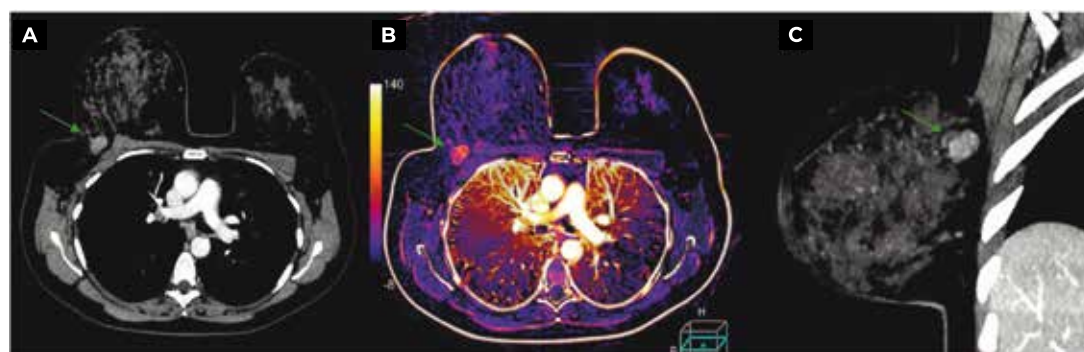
Paciente com carcinoma invasivo de mama na mama esquerda. A TC da mama (A) identificou o tumor principal (seta), que também foram identificadas na TC com subtração e mapa de cores (B), utilizando o software Sure Subtraction (Canon Medical Systems). Corte sagital em MIP (C).
